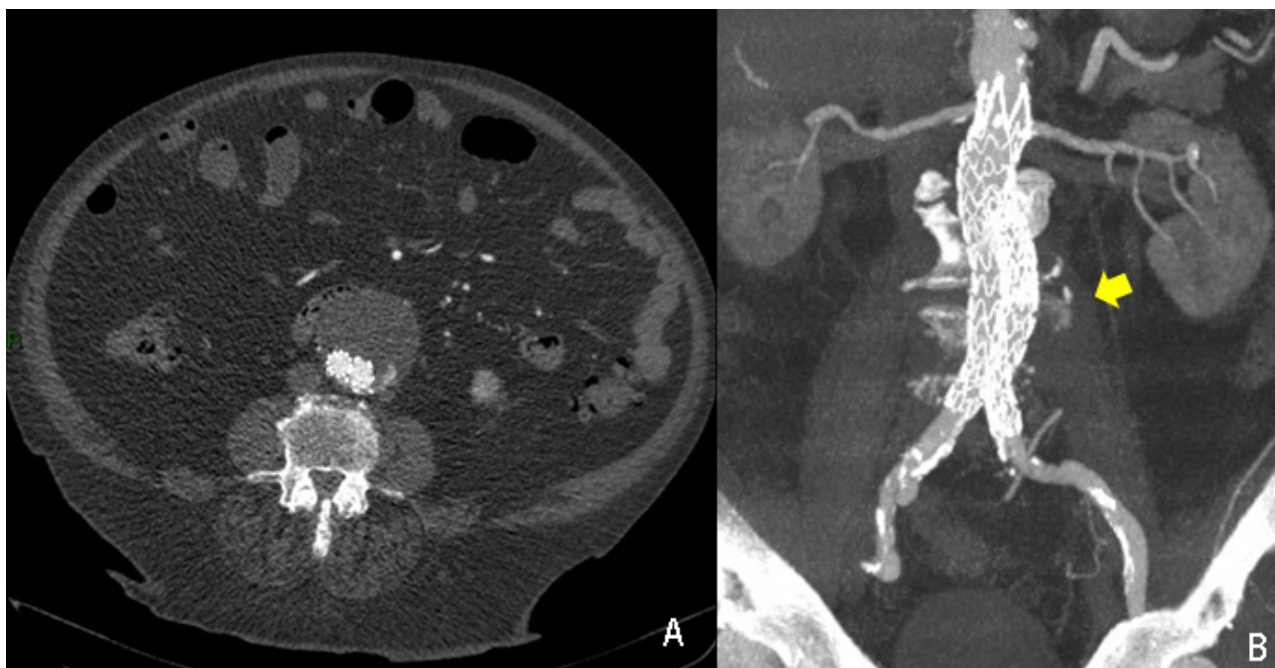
Endoleak tipo III da disconnessione di branca destra evidenziato con TC con mdc (A,B)
